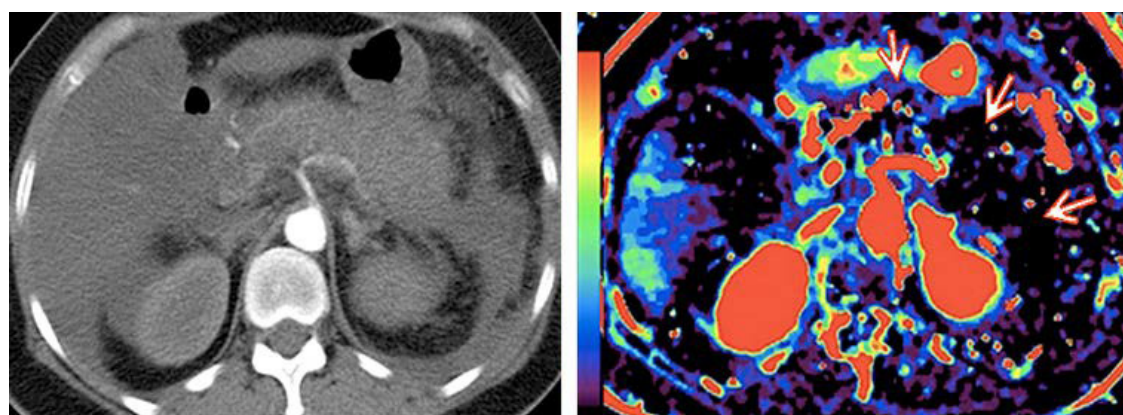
КТ-ангио (а) и ПКТ (б) ПЖЖ (аксиальная проекция): деструктивная форма острого панкреатита; визуализируются участки ишемического поражения паренхимы железы (стрелки)
